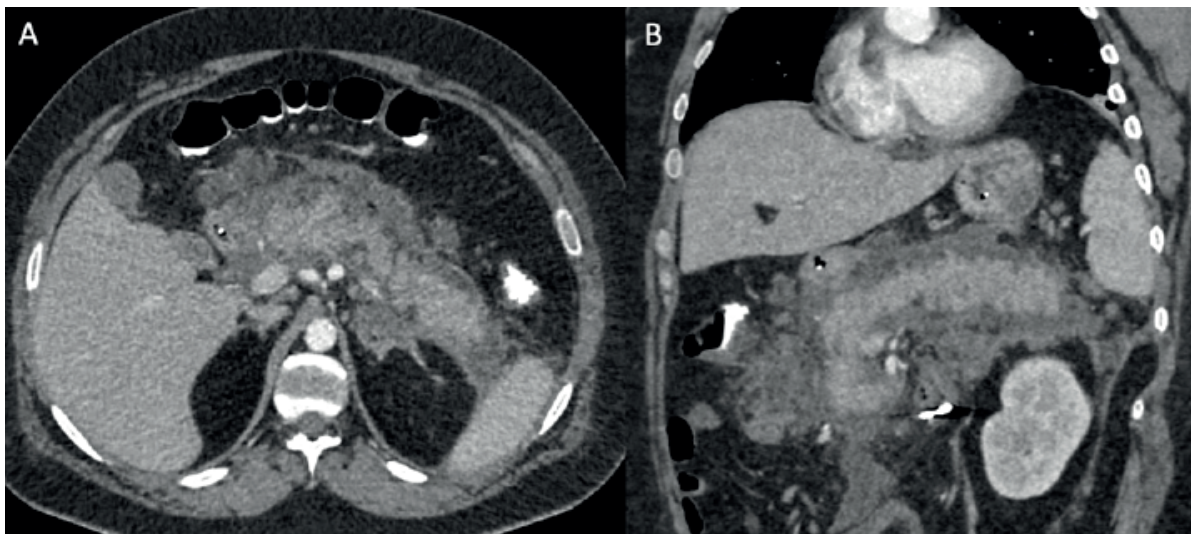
TAC: Se visualiza aumento del volumen pancreático con pérdida del patrón acinar y realce homogéneo tras la administración del contraste endovenoso. Se asocia a alteración de los planos grasos adyacentes y a líquido libre peripancreático que se proyecta a ambas fascias pararenales y la raíz del mesenterio. A. Corte axial. B. Corte coronal.
